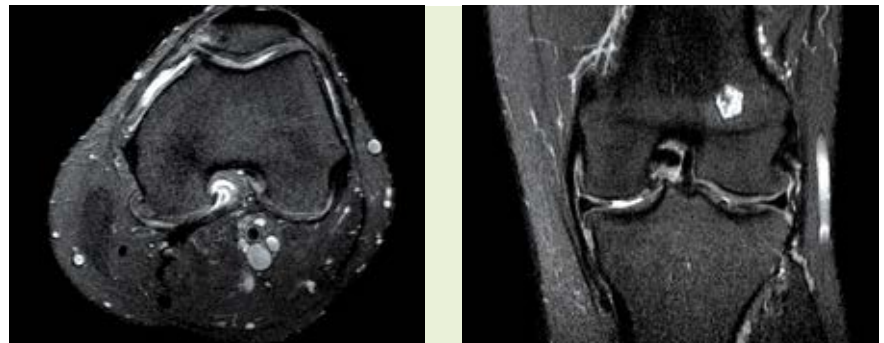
MRT Knie links mit CM IV° medialer Femurcondylus im lasttragenden Anteil, Z. n. Innenmeniskusteilresektion, CM IV° femoropatellares Gleitlager und retropatellare Gelenkfläche, mittlerer Lauf der Patella, Reizerguß.
